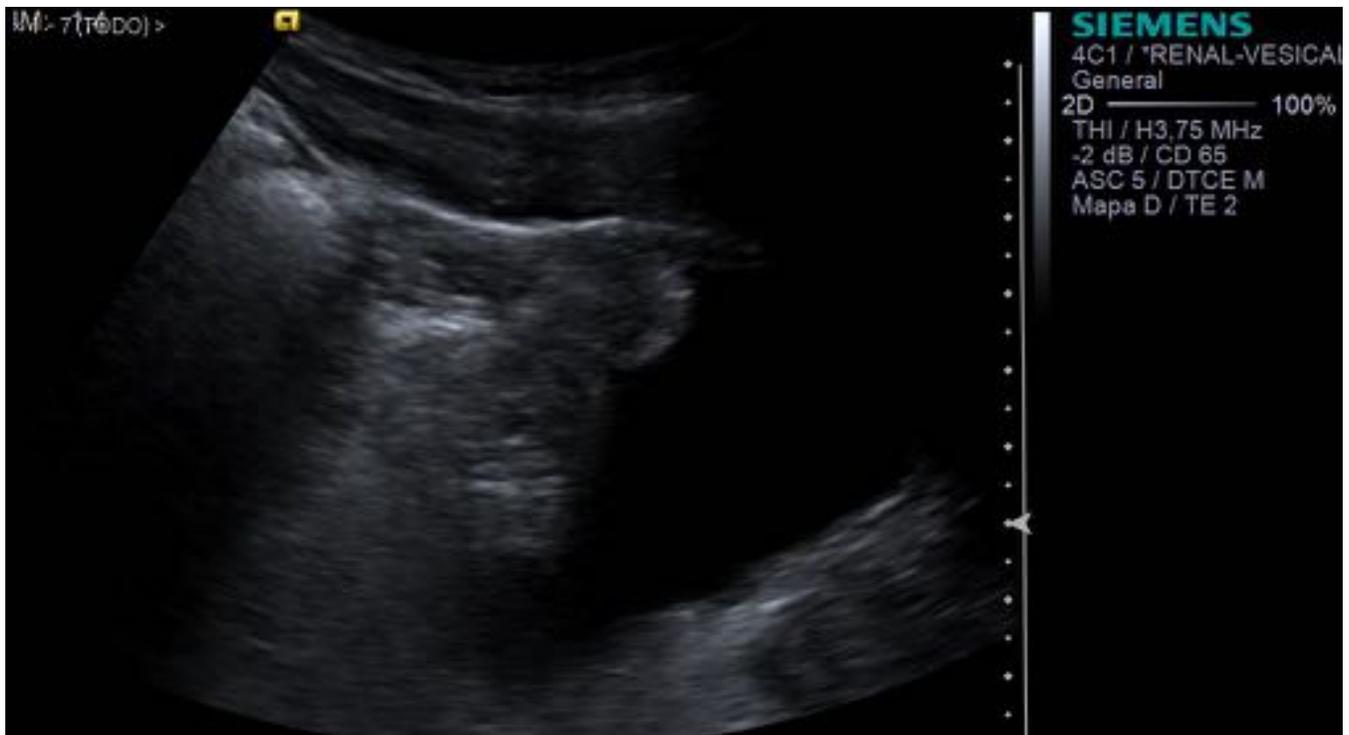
Ecografía renal que muestra engrosamiento parietal de la vejiga de forma nodular.
